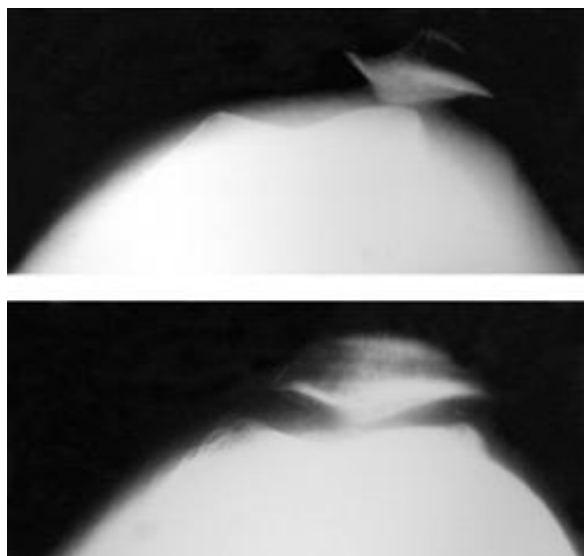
Radiografías axiales a) se valora la mala alineación patelofemoral b) se valora la alineación posquirúrgica
